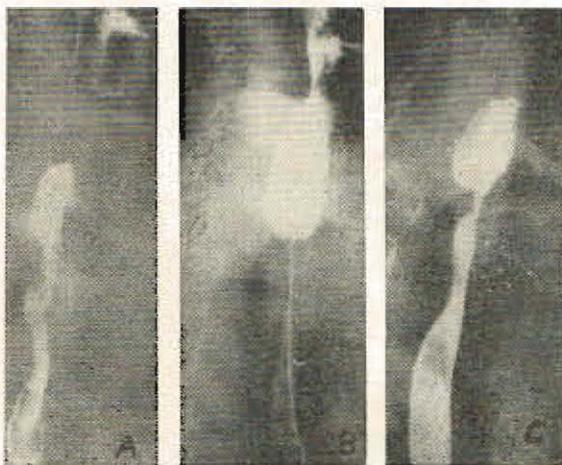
Hombre de 69 años con un carcinoma epidermoide del tercio superior del esófago comenzando a 2 cm del cricofaríngeo. A - Radiografía al comenzar el tratamiento con Cobalto 60 por 3 campos. B - Estado a los 6 meses después de 5400 rad en 6 semanas: estenosis filiforme de aspecto cicatrizal, confirmada por esofagoscopia. C - Estado a los 2 años, se han efectuado dilataciones periódicas. Falleció a los 3.5 años de metástasis pulmonares estando localmente curado.
